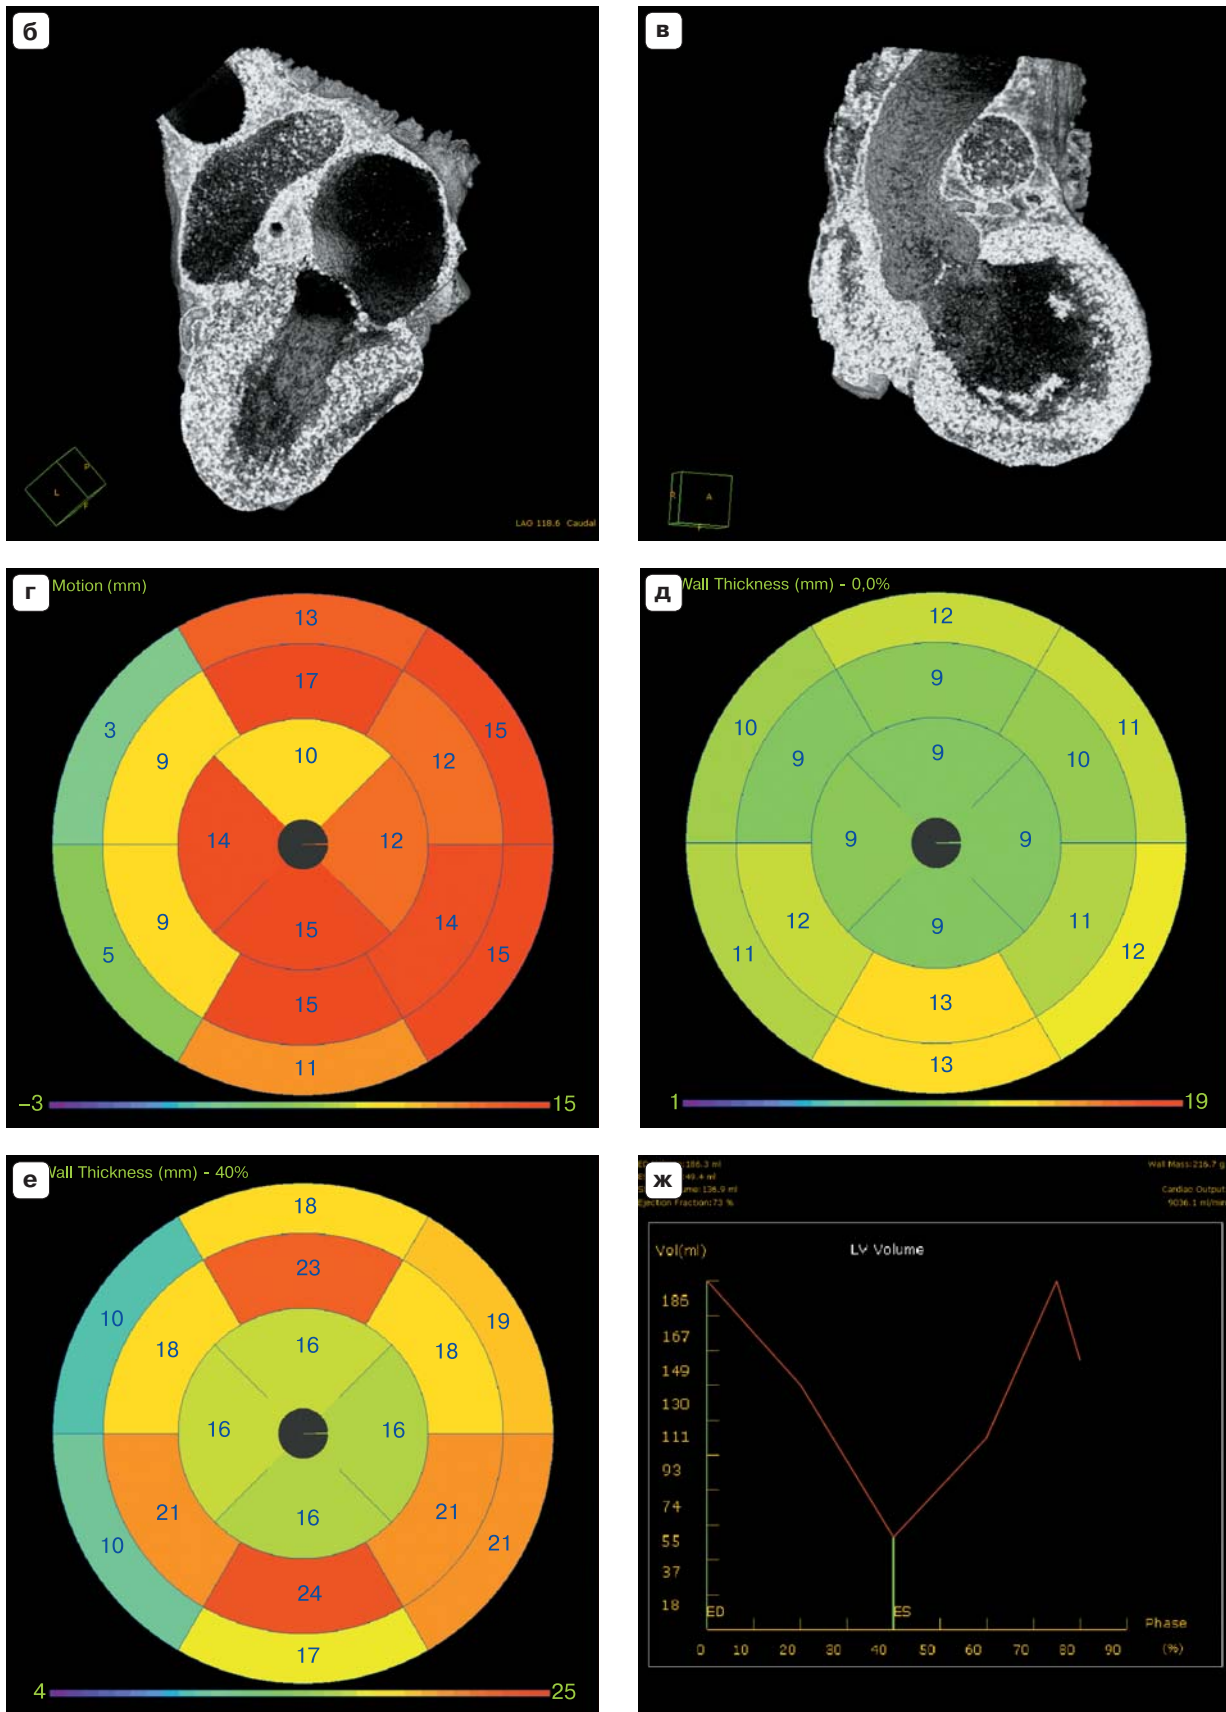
(окончание). Оценка функции сердца по данным МСКТ-исследования сердца.
